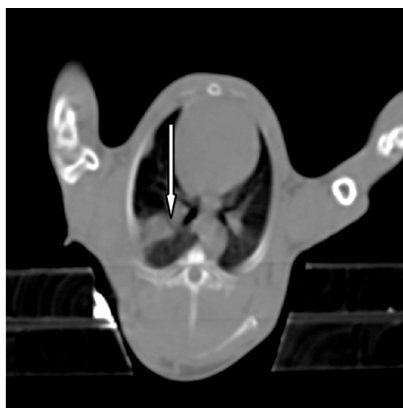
21 d CT 检查示右下肺癌(纵隔窗)
